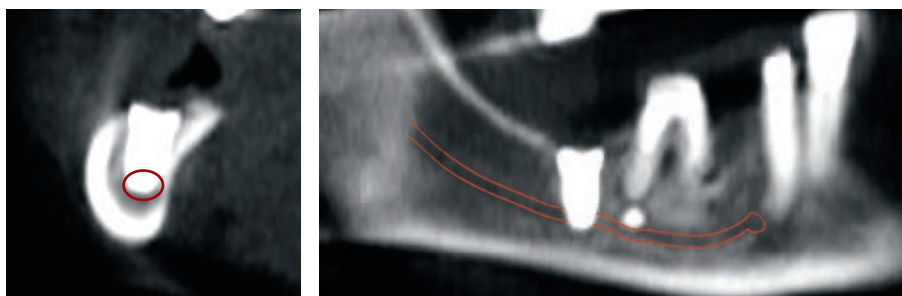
Фрагмент компьютерной томограммы пациентки Е. из первой группы
